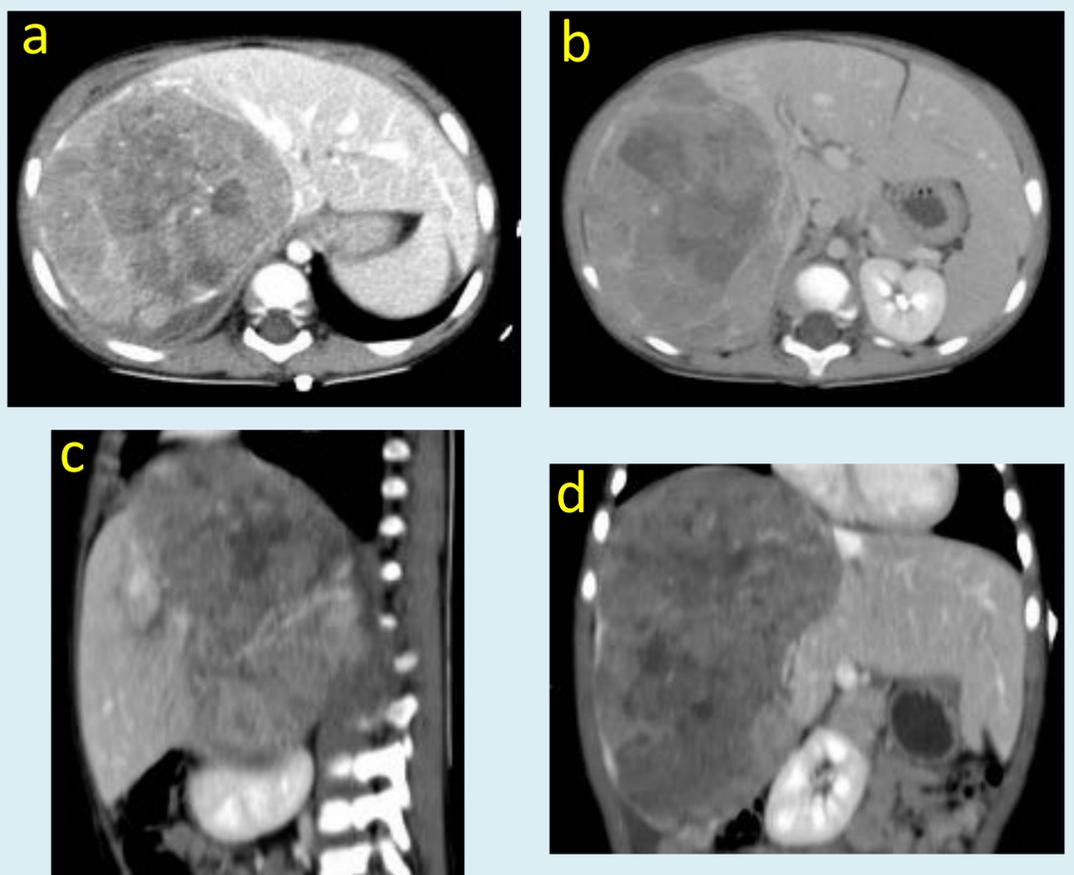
TC abdominal con contraste. Fase arterial axial (a) y fase portal axial(b), sagital(c) y coronal (d). Niño de 4 años (Fig3) diagnosticado de hepatoblastoma. Masa de gran tamaño, que ocupa la práctica totalidad del LHD, hipodensa en todas las fases respecto al hígado.
